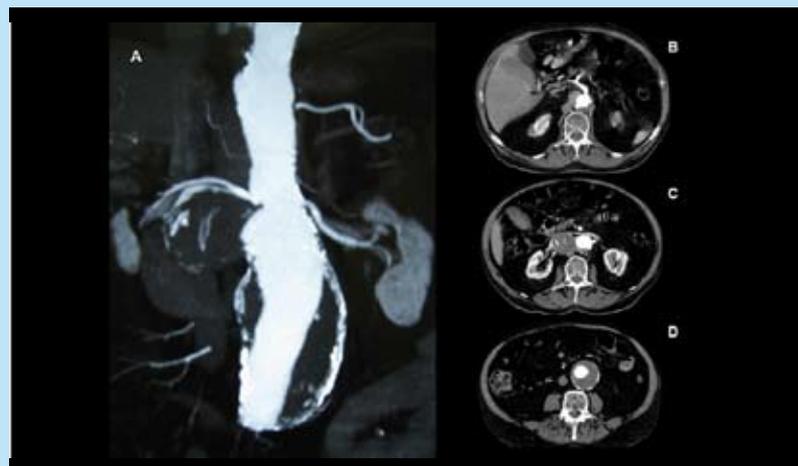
Tomografia computadorizada de abdome. Aneurisma sacular e fusiforme da aorta abdominal (A). Ectasia da aorta abdominal ao nível do tronco celíaco (B). Aneurisma sacular (77 mm) da aorta abdominal, envolvendo as artérias renais (C). Aneurisma fusiforme (58 mm) da aorta abdominal infrarrenal (D)
